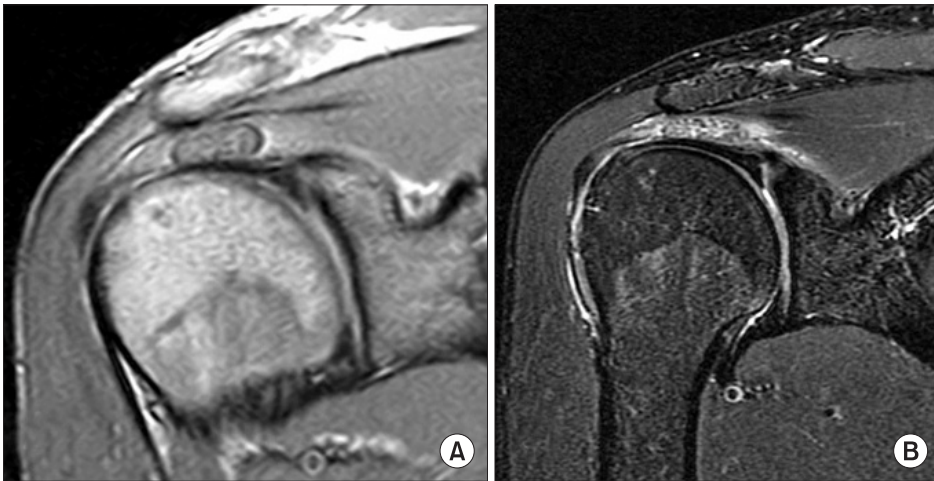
(A) The right shoulder T1-weighted MR sagittal image shows well-marginated ovoid mass in the supraspinatus tendon. (B) Dot shaped high signal intensity within ovoid mass and vertical high signal intensity in the biceps anchor are noted on T2-weighted MR sagittal image.
